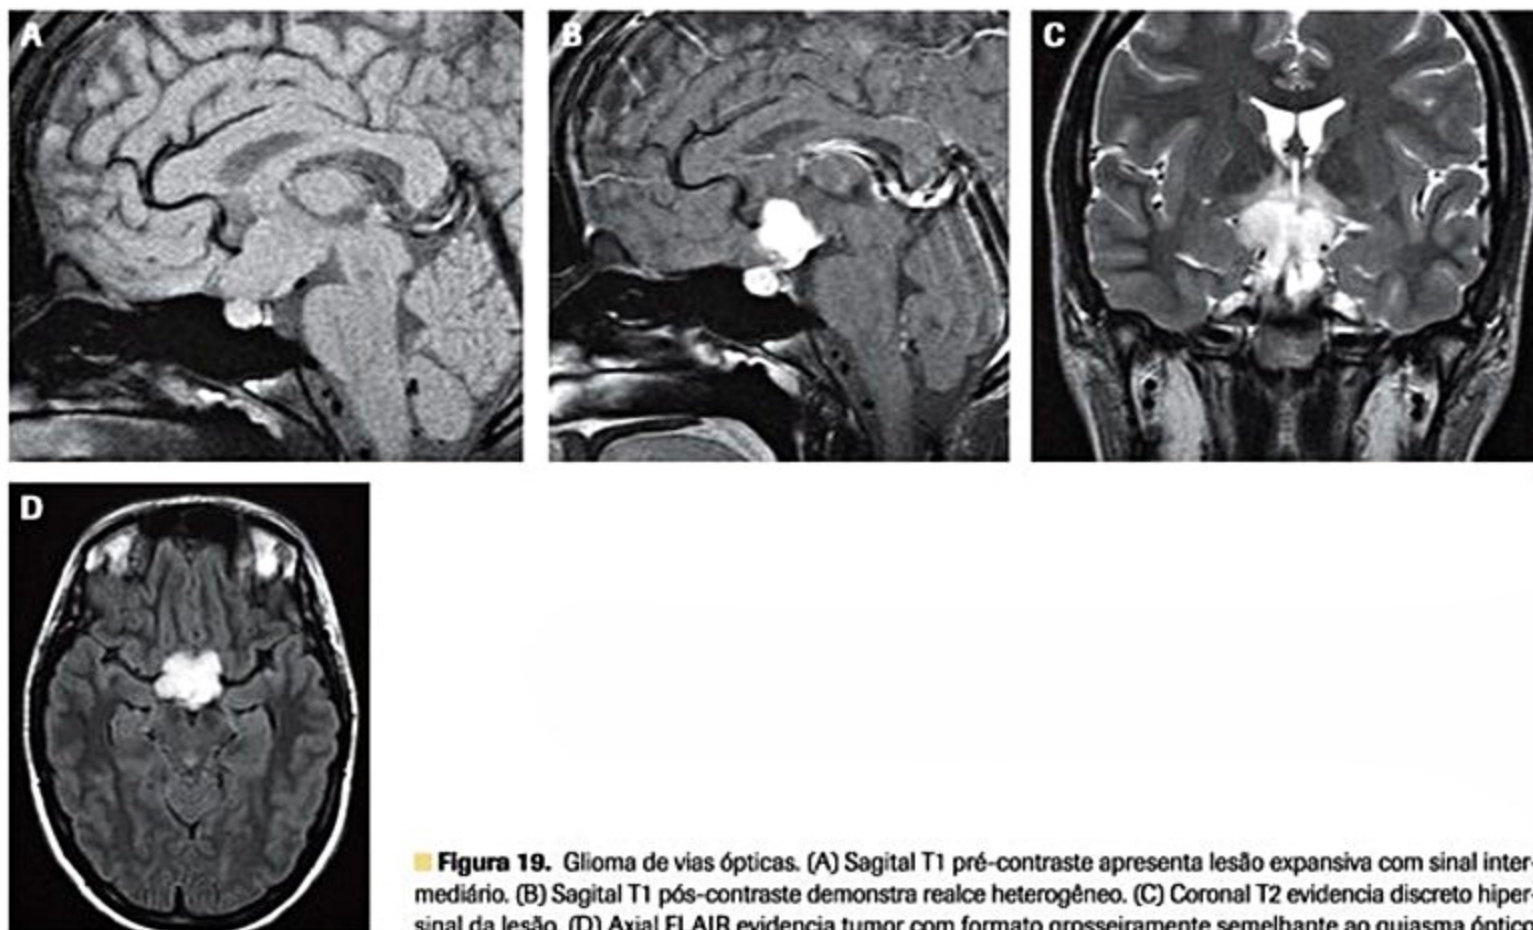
Glioma de vias ópticas. (A) Sagital T1 pré-contraste apresenta lesão expansiva com sinal intermediário. (B) Sagital T1 pós-contraste demonstra realce heterogêneo. (C) Coronal T2 evidencia discreto hipersinal da lesão. (D) Axial FLAIR evidencia tumor com formato grosseiramente semelhante ao quiasma óptico.
